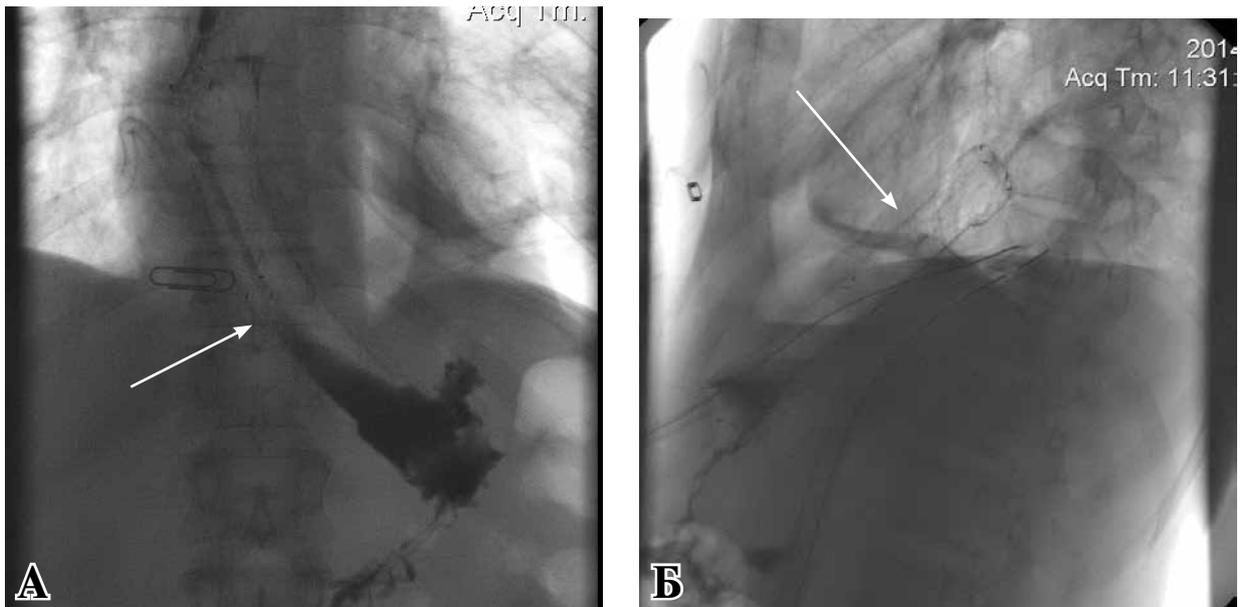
Рентгенограмма пищевода. А – фронтальный снимок, Б – сагиттальный снимок. Контроль стояния пищевода стента и отсутствие затека контраста за пределы пищевода. Уровень разрыва помечен канцелярской скрепкой и стрелками
